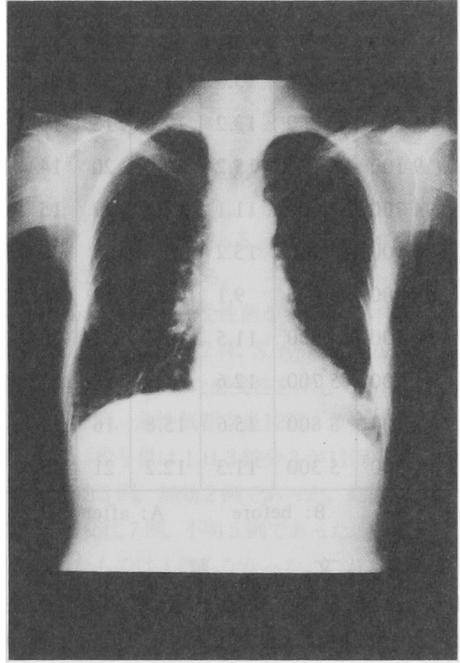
Roentgenogram of case 7
